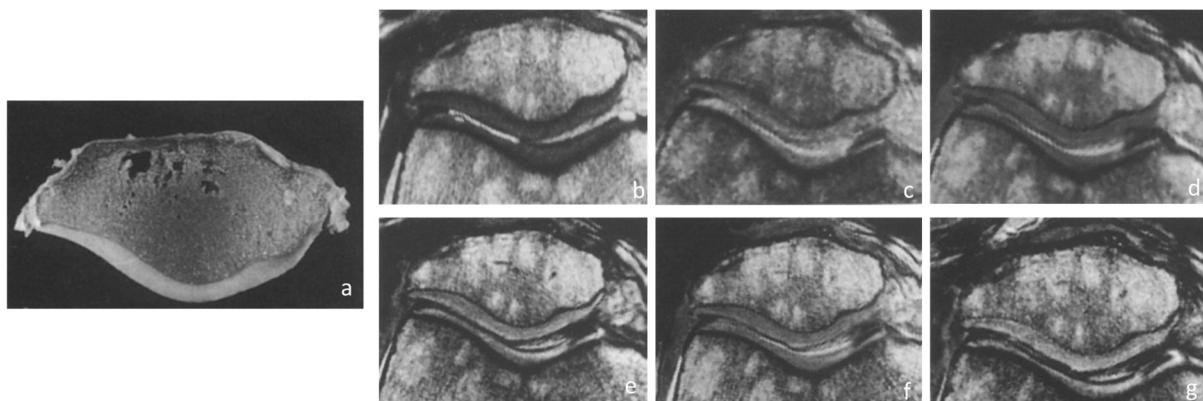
Darstellung unterschiedlicher MRT-Sequenzen: a) anatomisches Korrelat, b) T1-SE, c) MPRAGE, d) FISP, e) MTC-FISP, f) DESS, g) FLASH [nach Eckstein et al. 1994]
